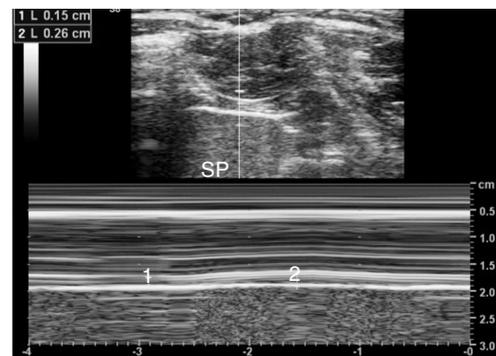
左肋缘下 M型超声测量随呼吸膈肌厚度变化
